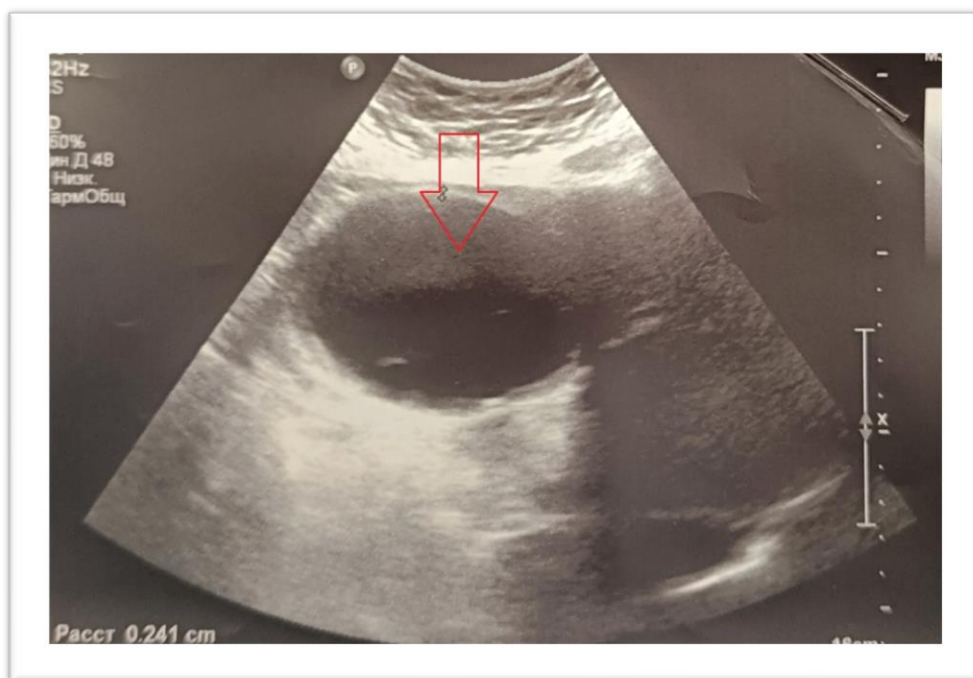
УЗИ – киста обозначена красной стрелкой
